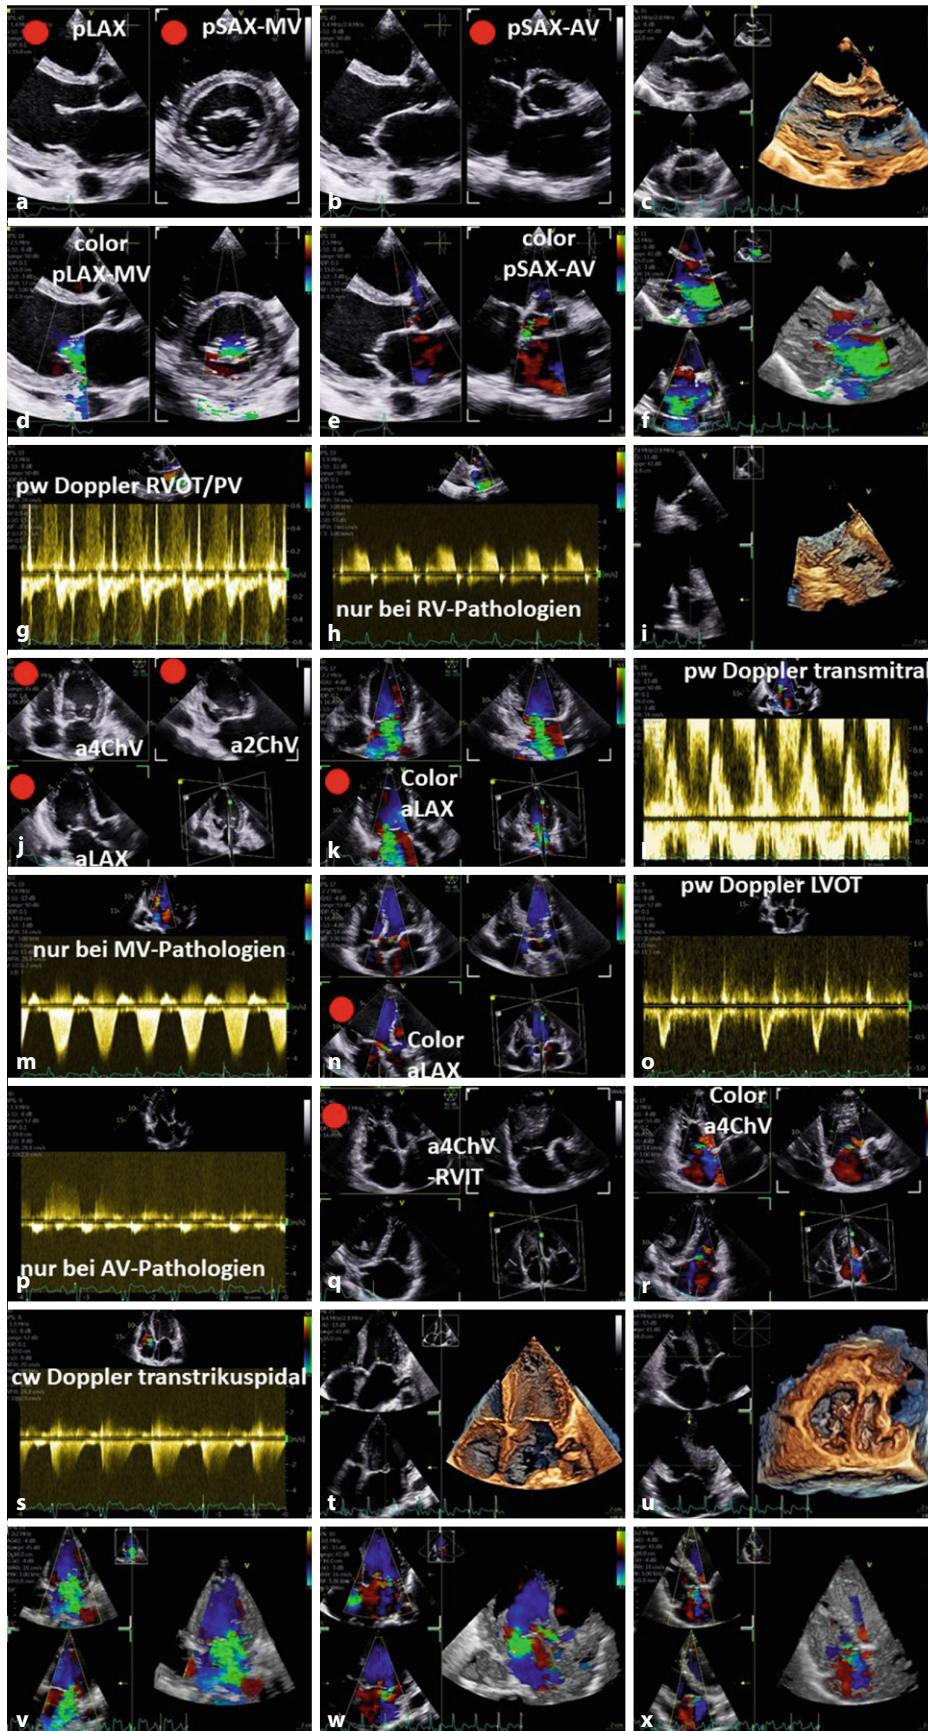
◀ Struktur des Untersuchungsablaufes zur Dokumentation der parasternalen und apikalen Schnittebenen einschließlich der optionalen (nicht notwendigen) multiplanen und multidimensionalen Echokardiographie. Die mit roten Punkten markierten Dokumentationen sind als notwendige Dokumentationssequenzen zu verstehen. Die in den Biplanen und triplanen Bildern markierten Ebenen können jeweils auch monoplan dokumentiert werden. a Biplane parasternale Darstellung MV („mitral valve“); b biplane parasternale Darstellung AV („aortic valve“); c 3-D-Datensatz parasternal; d farbkodierte biplane parasternale Darstellung MV; e farbkodierte biplane parasternale Darstellung AV; f farbcodierter 3-D-Datensatz parasternal; g pulsed-wave (pw)-Doppler Spektrum RVOT („right ventricular outflow tract“); h continuous wave (cw)-Doppler Spektrum RVOT; i kurze Achse RVOT (Azimuth-Ebene einer 3-D-Darstellung Pulmonalklappe); j triplane apikale Darstellung des linken Ventrikels (LV); k farbkodierte triplane apikale Darstellung des LV; l pw-Doppler Spektrum transmitral; m cw-Doppler Spektrum transmitral; n farbkodierte triplane apikale Darstellung der AV; o pw-Doppler Spektrum LVOT („left ventricular outflow tract“); p cw-Doppler Spektrum durch die AV; q triplane apikale Darstellung des rechten Ventrikels (RV); r farbkodierte triplane apikale Darstellung des RV; s cw-Doppler Spektrum transtrikuspidal; t 3-D-Datensatz des LV; u 3-D-Datensatz des RV; v farbkodierter 3-D-Datensatz der MV; w farbkodierter 3-D-Datensatz der AV; x farbkodierter 3-D-Datensatz der Trikuspidalklappe (TV)
